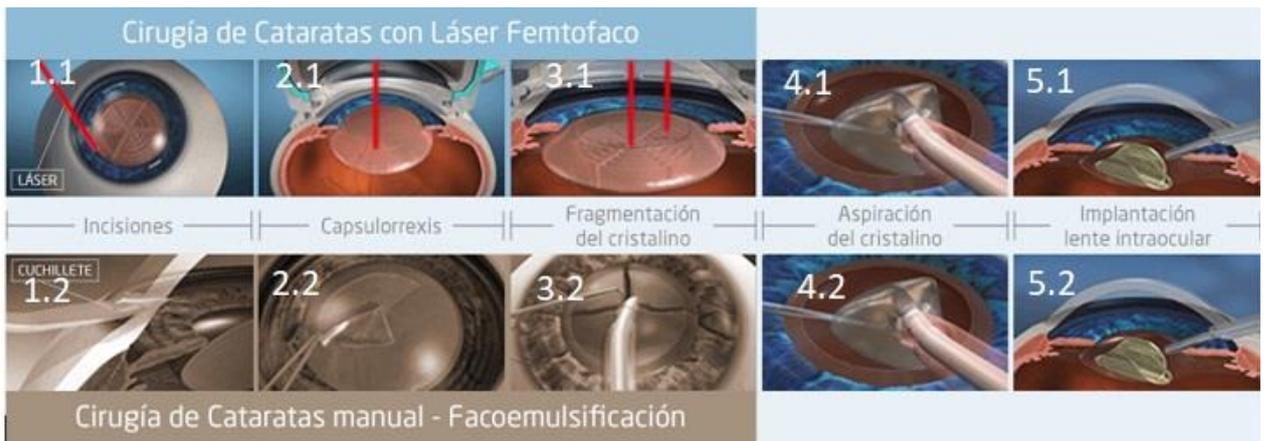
Fases cirugía de Cataratas con Láser Femtosegundo y manual. 1.1. Incisión principal corneal con femtosegundo. 1.2. Microincisión corneal con cuchillete. 2.1. Capsulorrexis con femtosegundo. 2.2. Capsulorrexis con pinza o cistitomo. 3.1. Fragmentación con femtosegundo del núcleo. 3.2. Fragmentación con ultrasonidos. 4.1. Aspiración del núcleo con ultrasonidos. 4.2. Implantación LIO. (Extraído de Sánchez T. (14)).
